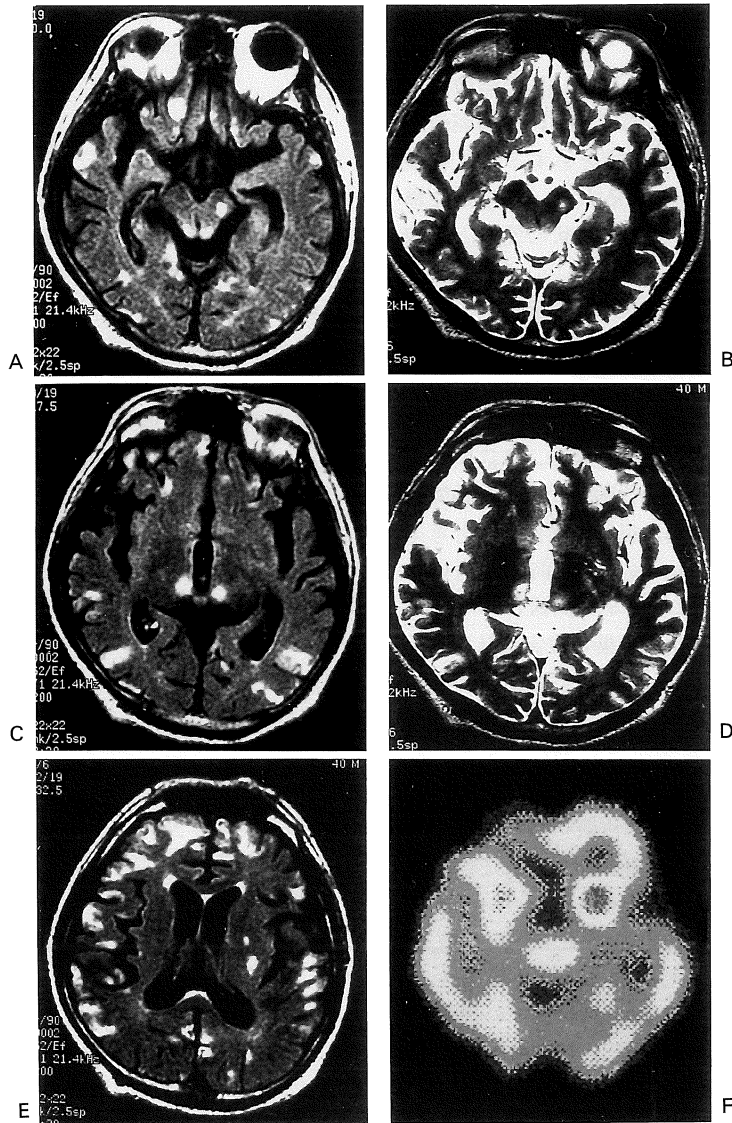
MR and SPECT images when the symptoms of convulsion and gait disturbance were developed (November '97).
